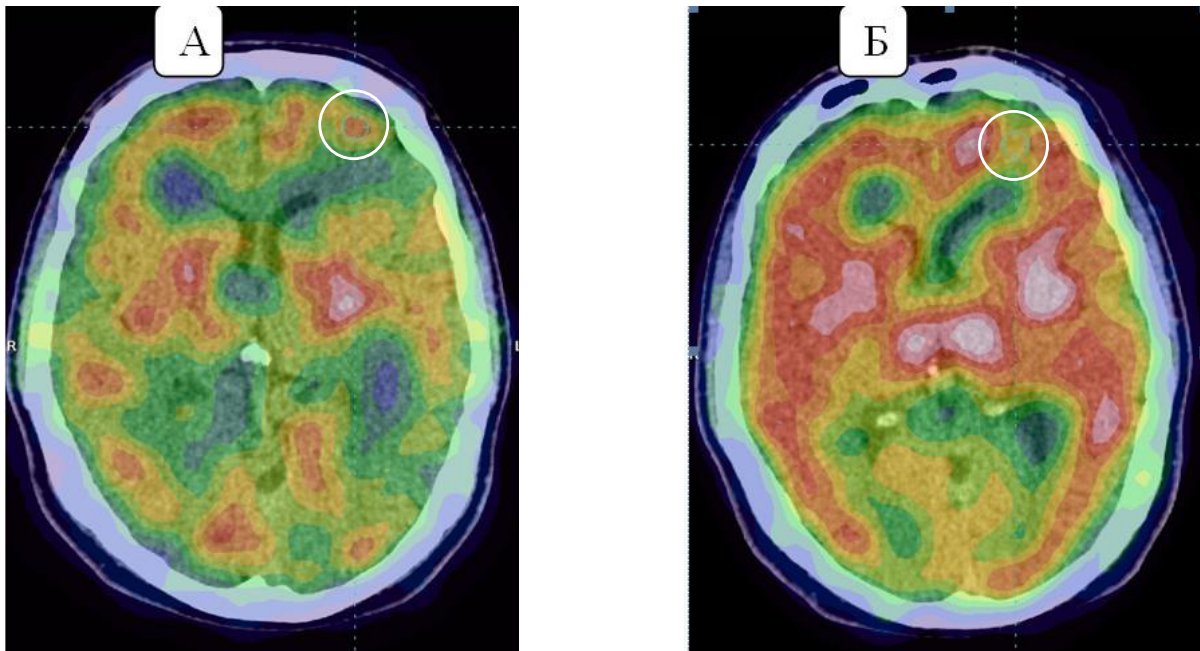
Перфузионные карты ОФЭКТ (РФЛП 99mTc -Теоксим) пациента с рефрактерной эпилепсией в иктальный (А) и интериктальный (Б) периоды. В левой средней лобной извилине кольцевидным фокусом выделена зона гиперперфузии на изображениях, выполненных в иктальный период, соответствующая зоне гипоперфузии на изображениях, выполненных в интериктальном промежутке
